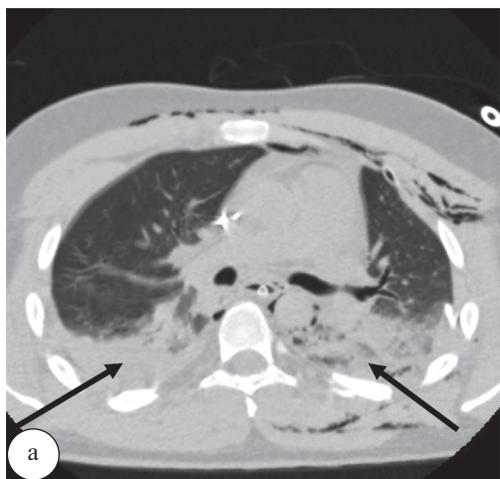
КТ-груди, аксиальные срезы, легочный режим: а – двухсторонний ушиб легких; б – правосторонний ушиб легкого. Зоны консолидации легочной ткани с частичной визуализацией на их фоне просветов деформированных бронхов, и наличием внутрилегочных гематом (стрелка)
